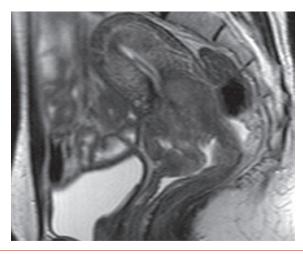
Cancer du col de l'utérus sur une coupe sagittale d'une IRM. Source : *Guide d'imagerie abdominopelvienne*, par L. Arrivé et J.-M. Tubiana. Masson, Paris, 2004.
